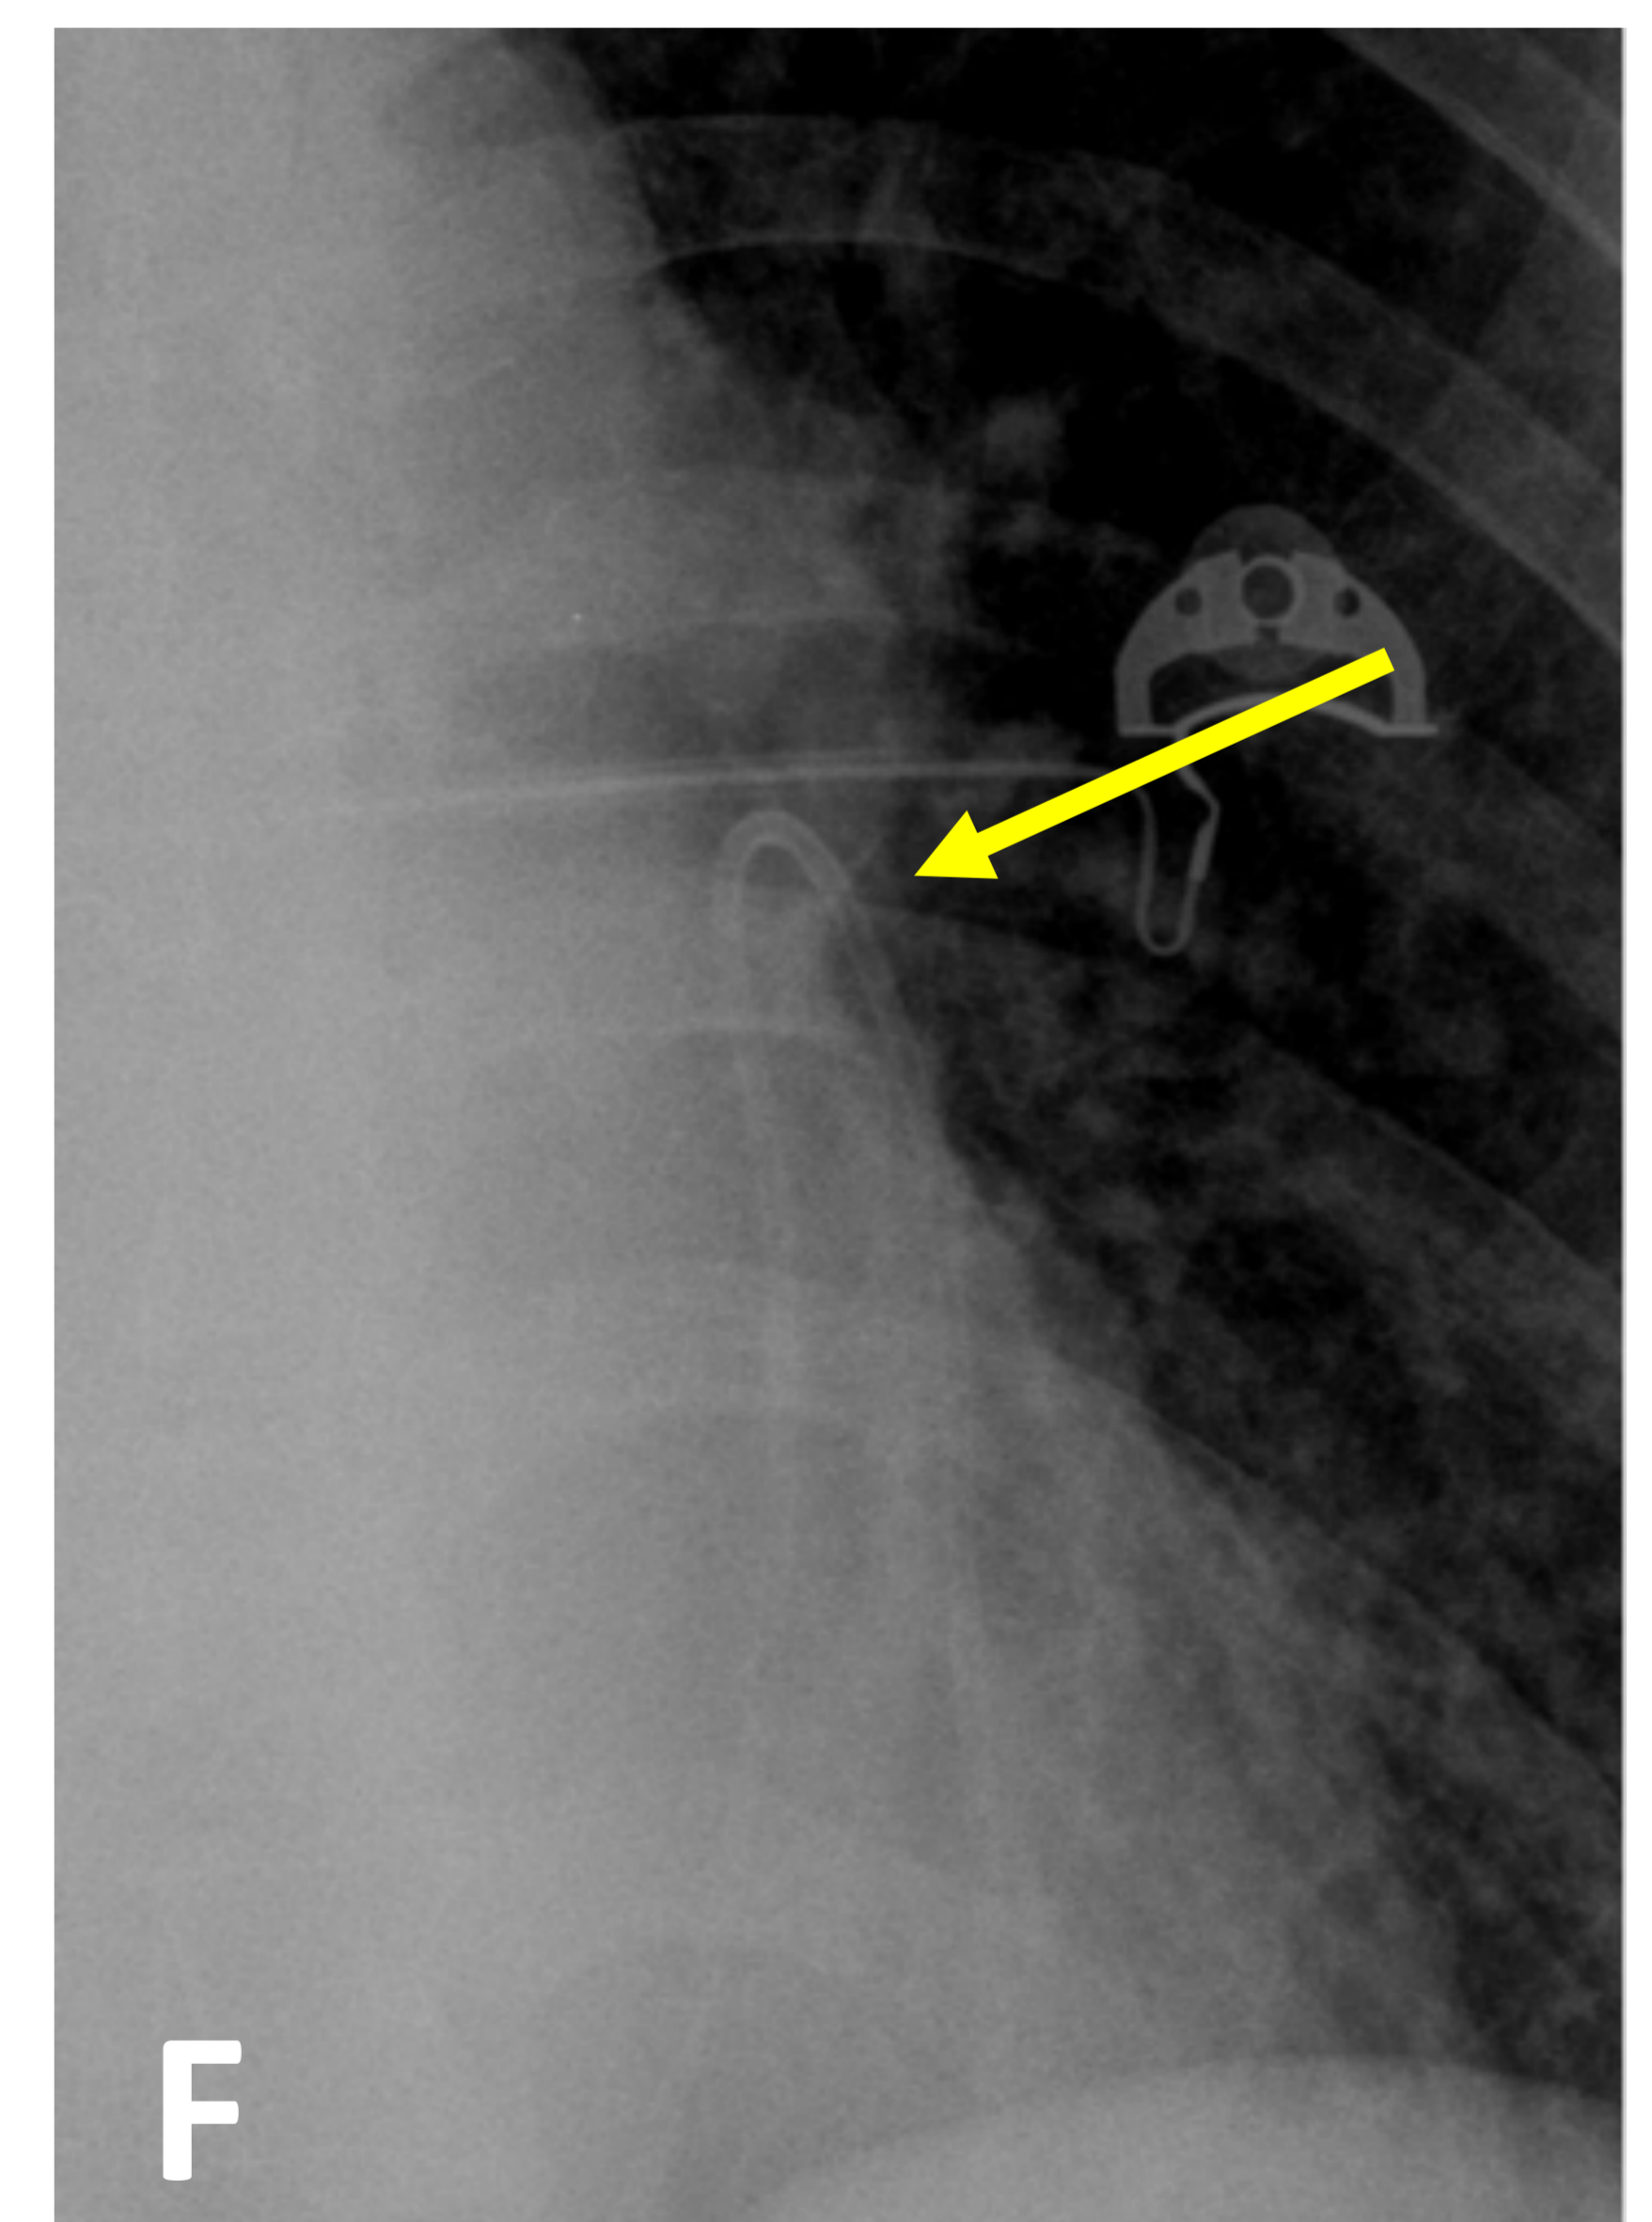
continuación – A) y B) Rx de tórax PA y lateral inicial. C) y D) Radiografía PA y lateral control dos meses después, aumento significativo de tamaño de la silueta cardiaca. El ecocardiograma transtoracico evidenció derrame pericárdico severo con signos indirectos de taponamiento cardiaco. Se realizó pericardiocentesis evacuadora y colocación de drenaje obteniéndose 650 cc de líquido serohemático. E) Radiografía AP en decubito y F) magnificada dos días después en UCI, reducción tamaño silueta cardiaca y catéter drenaje pericárdico [flecha en F].
